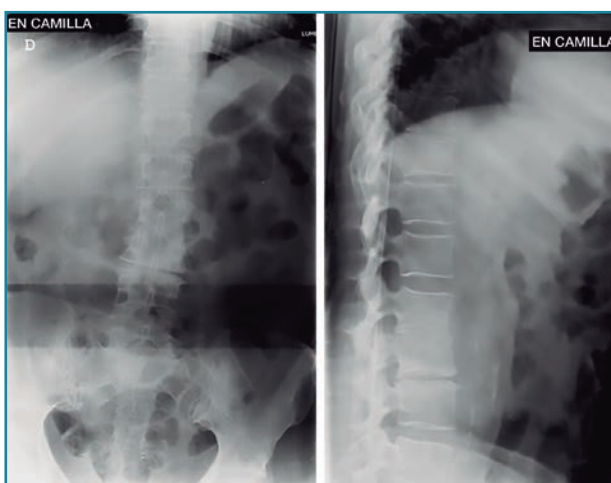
Radiografías al ingreso en nuestra unidad. Seis semanas respecto a las iniciales. Destrucción completa disco L2/L3.
